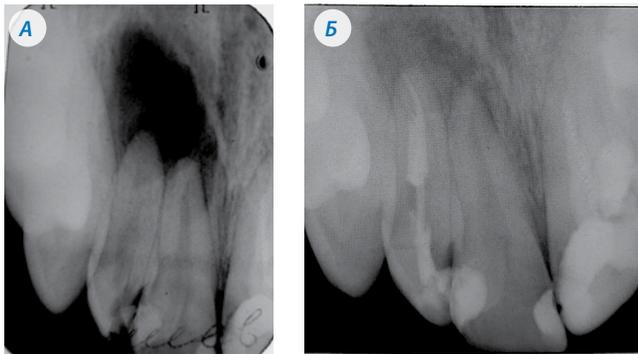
Рентгенограммы зуба 1.2 пациента Е. до лечения (А) и через 1 месяц после лечения (Б)
